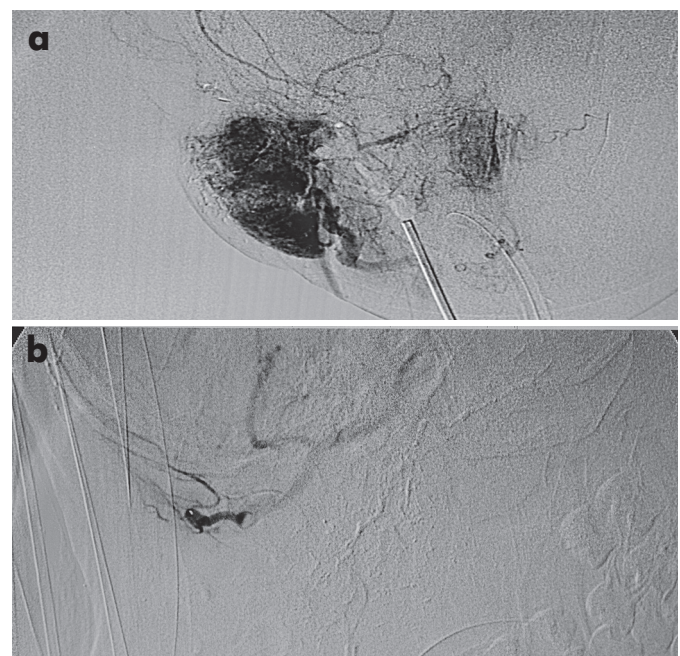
Ангиограммы того же ребёнка М. до (а) и после (б) рентген-эндоваскулярной окклюзии приводящих сосудов
